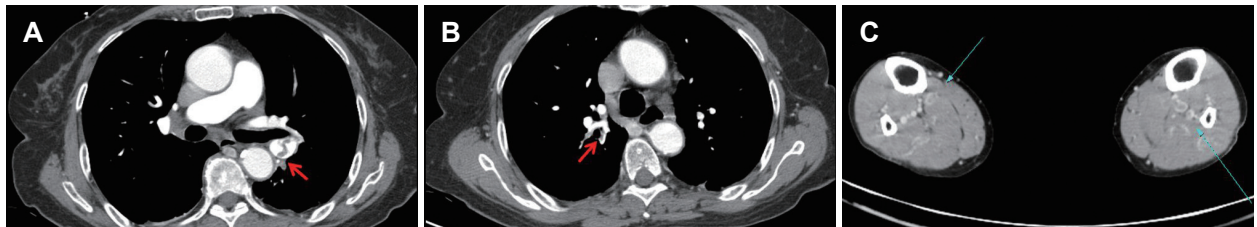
Case 4: pulmonary thromboembolism and deep vein thrombosis after wide excision of left suboccipital skin cancer. Chest CT angiography showing defects in both pulmonary arteries (arrows)(A and B). Lower extremities CT angiography showing deep vein thrombosis at both anterior and posterior tibial vein (thin arrows)(C).
